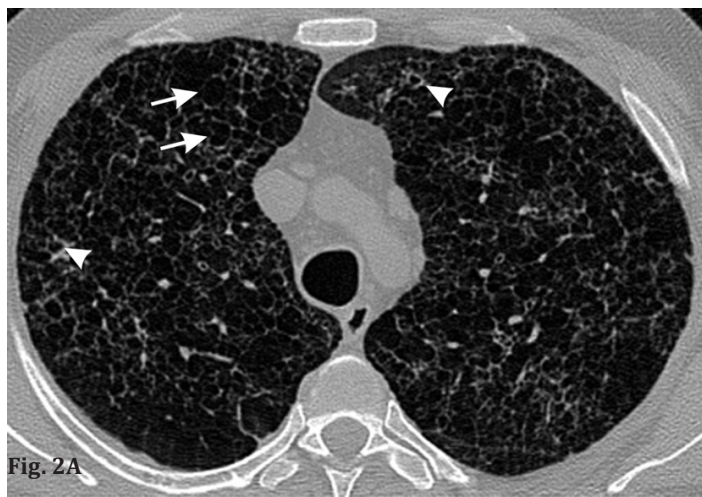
Aspectul TC al parenchimului pulmonar (2017).
